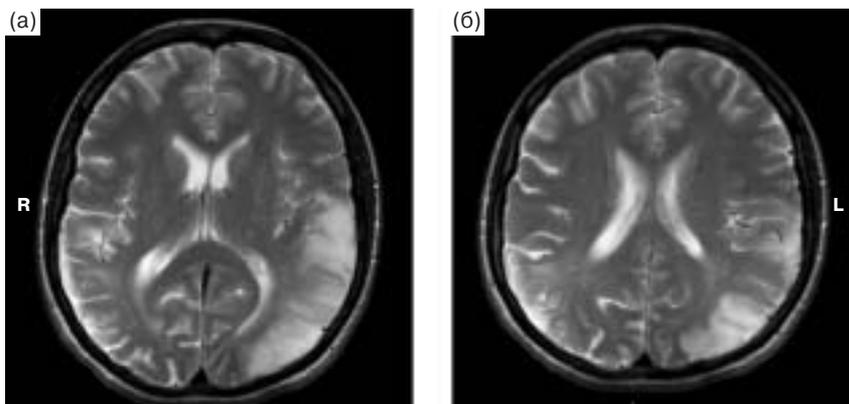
МРТ головного мозга от 18.02.2004 г., T2-взвешенное изображение: большой очаг повышенного МР-сигнала в левом полушарии в корковых отделах височной, теменной, затылочной долей. Очаг в корковых отделах теменной и височной долей правого полушария по сравнению с предыдущим исследованием (рис. 2а) уменьшился.
